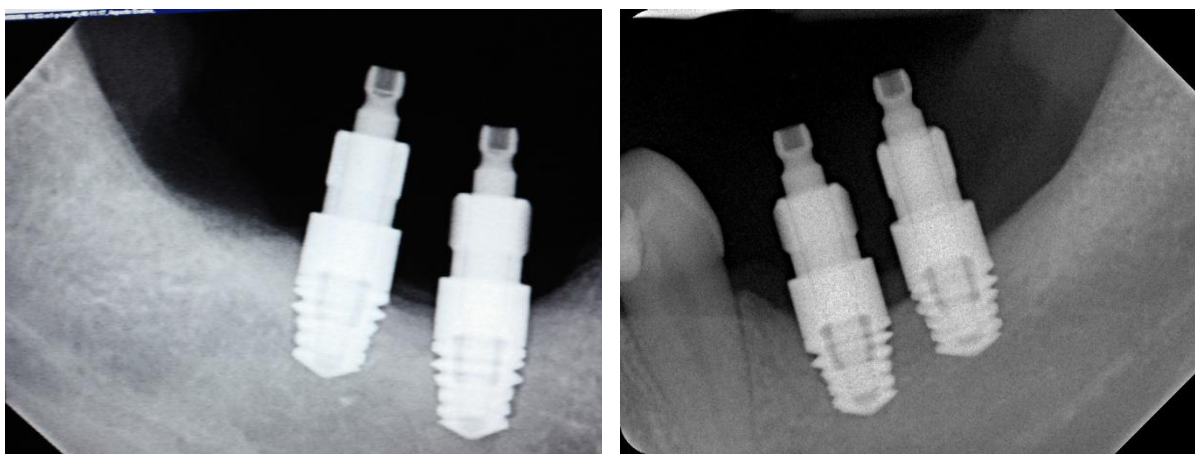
Rx periapical imediatamente após instalação dos implantes.
